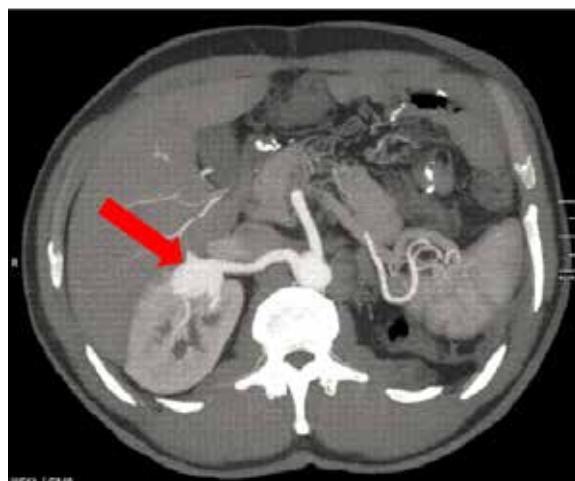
Tomografía computadorizada abdominal, corte axial: se observa aneurisma de arteria renal derecha a nivel del hilio renal e hipoplasia renal izquierda.
